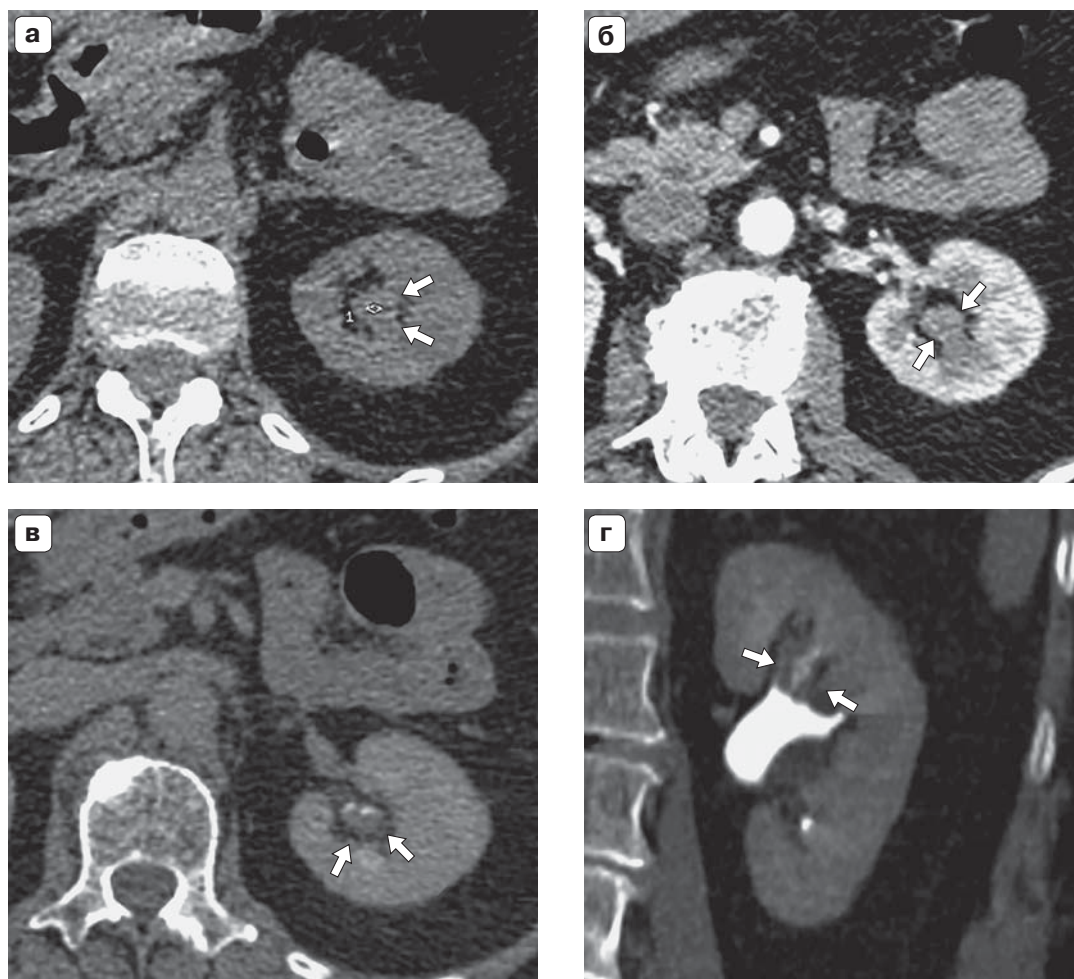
МСКТ-изображения уротелиального рака ЧЛС левой почки. а – нативное сканирование; б – артериальная фаза; в – экскреторная фаза, аксиальный срез; г – экскреторная фаза, коронарная реконструкция. В области чашечки левой почки визуализируется мягкотканное образование (стрелки) (а), накапливающее контрастный препарат в артериальную фазу (б). В экскреторную фазу (в, г) образование определяется в виде “дефекта заполнения” чашечки (стрелки).
